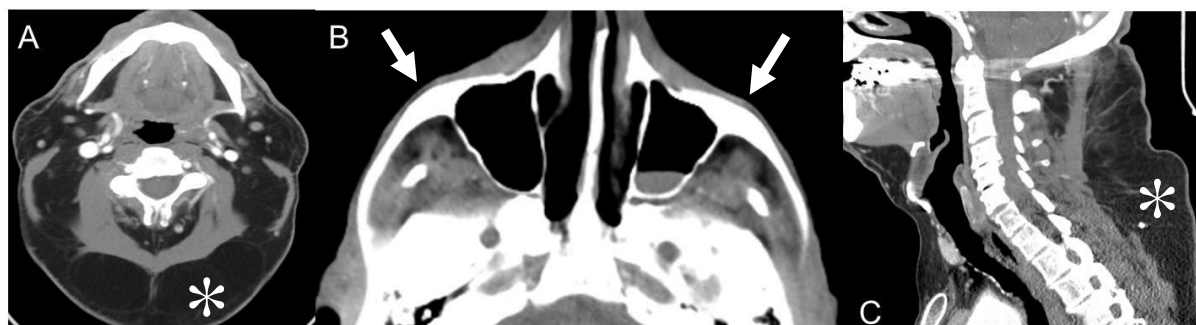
Cortes axiais das regiões (A) cervical e (B) malar e (C) sagital da região cervical obtidos por TC com injeção de contraste iodado, em doente com lipodistrofia em contexto de infeção por VIH. Observa-se uma lipohipertrofia da região dorsocervical (*) e lipoatrofia da região malar (setas). Adaptado de Hazany S, Rojas R, Moonis G. 2012.⁶³
